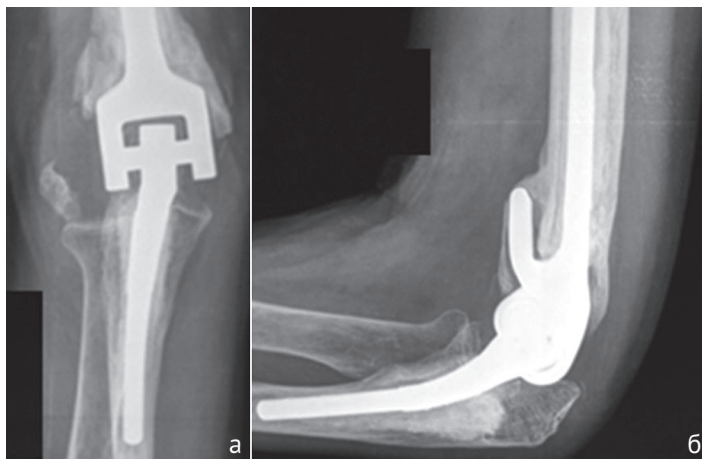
Пациентка К. Рентгенография локтевого сустава через 10 лет после операции: а – передне-задняя проекция, б – боковая проекция
